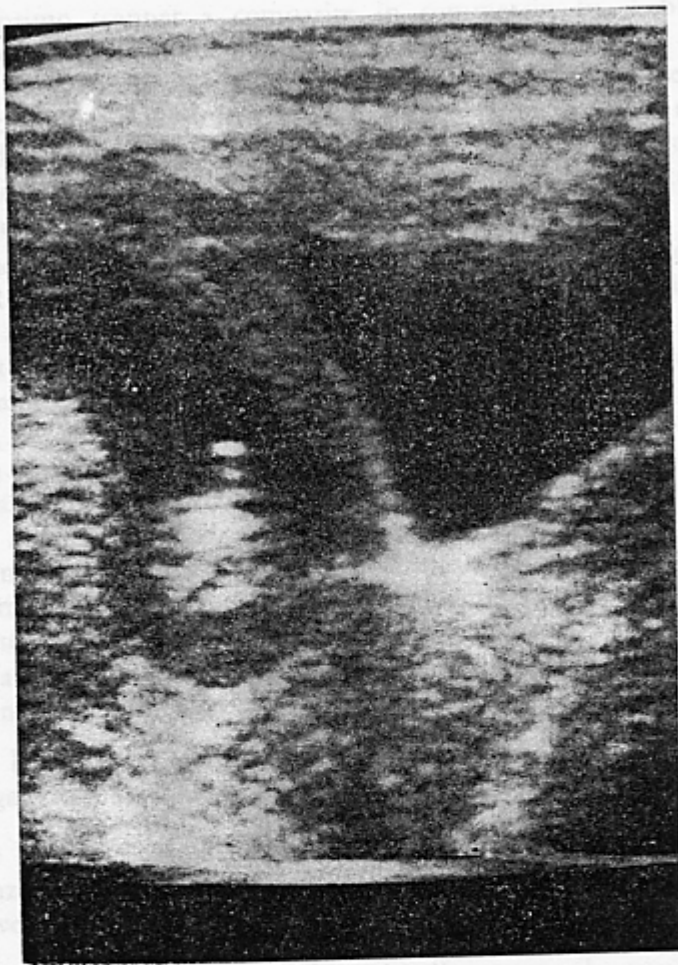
Immagine ecografica in « real time » di camera gestazionale con embrione (in sezione trasversa) nel corso della 12.ma settimana. La vescica è rappresentata dalla parte triangolare nera, a vertice smusso inferiore ed a base superiore, visibile quasi al centro ed a destra nella figura. Andando verso sinistra si vede una zona grigia, a profilo curvilineo, che rappresenta l'immagine ecografica dell'utero. Sottostante vi è un'altra immagine — quasi nera — che corrisponde alla camera gestazionale, nell'interno della quale si vede l'embrione rotondeggiante, con un polo superiore come una protuberanza.
